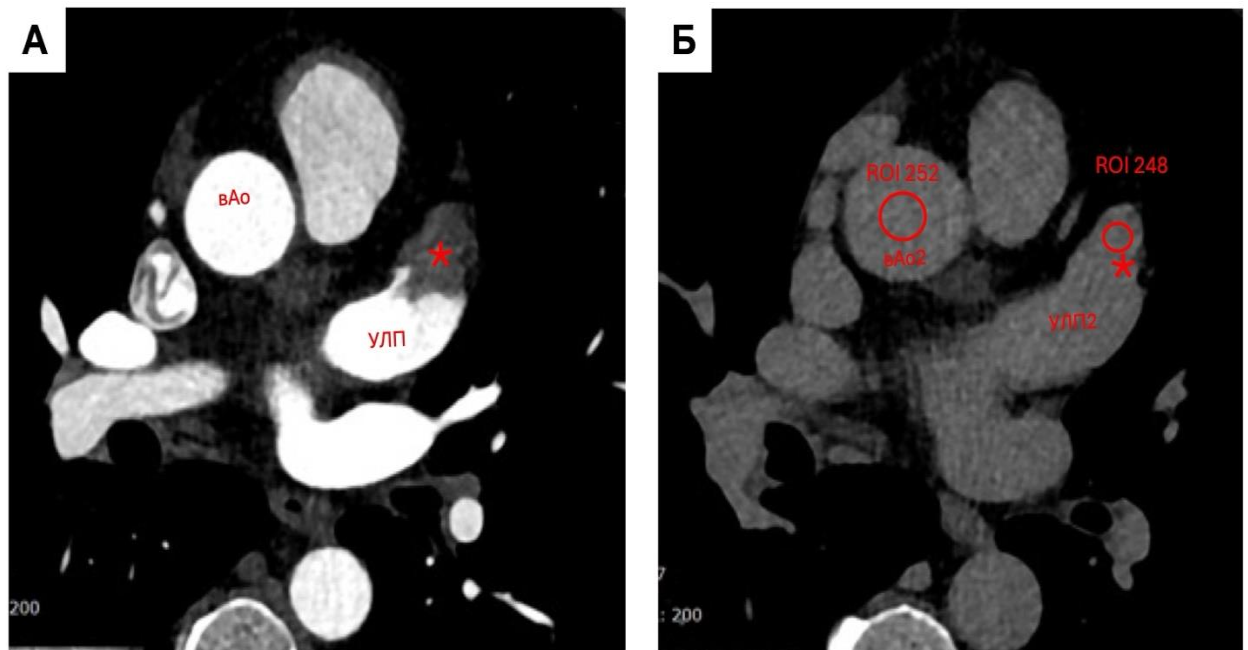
МСКТ-АГ ЛП, аксиальные срезы: А - первая фаза контрастного сканирования, визуализируется дефект в дистальных отделах ушка (* - звездочка); Б – второй блок сканирования, ранее выявляемый дефект в УЛП не визуализируется(*). Признаков тромба в УЛП нет, денситометрические коэффициенты (ROI), как отношение плотности в области дефекта контрастирования в УЛП2 к плотности в просвете аорты (вАо2) на том же томографическом срезе равняется 0,98, что не соответствует тромбу в ушке ЛП.
